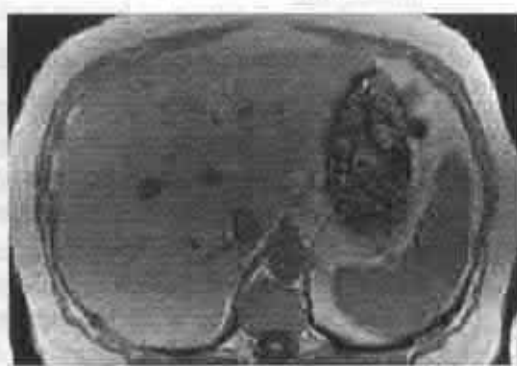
Rezonanța magnetică nucleară în steatoza hepatică
